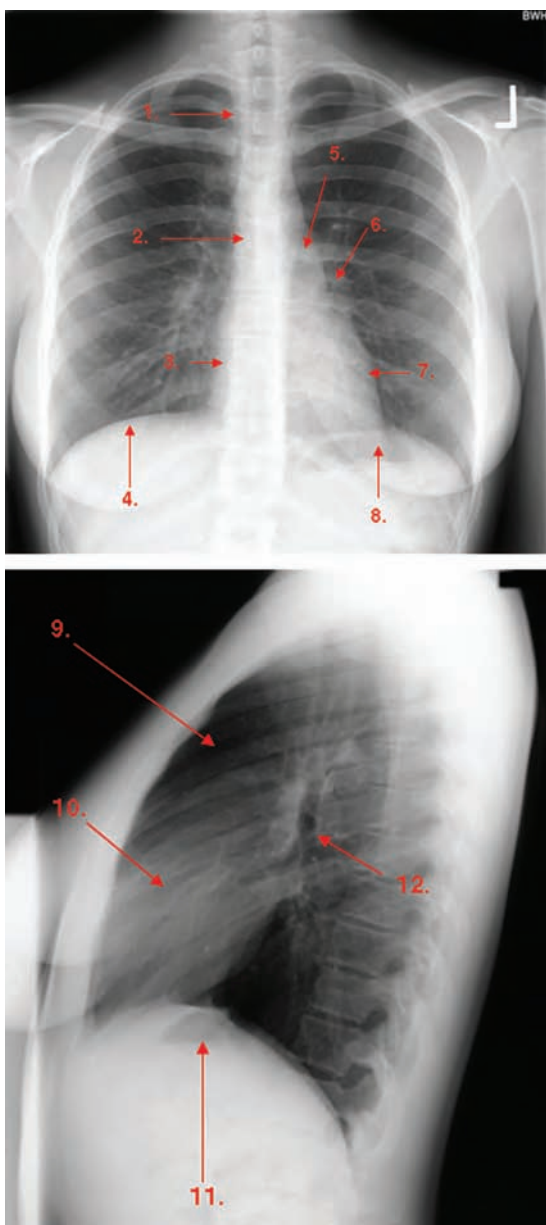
Radiografía torácica normal, revisión anatómica. 1. Tráquea. 2. Carina. 3. Aurícula derecha. 4. Hemidiafragma derecho. 5. Botón aórtico. 6. Hilio izquierdo. 7. Ventrículo izquierdo. 8. Hemidiafragma izquierdo (con burbuja gástrica). 9. Espacio retroesternal. 10. Ventrículo derecho. 11. Hemidiafragma izquierdo (con burbuja gástrica). 12. Bronquio del lóbulo superior izquierdo.
